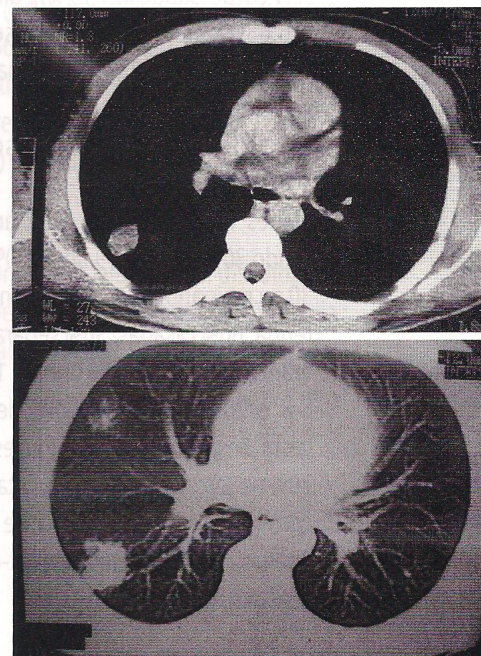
Tomografia computadorizada de tórax mostrando nodulação (setas)
